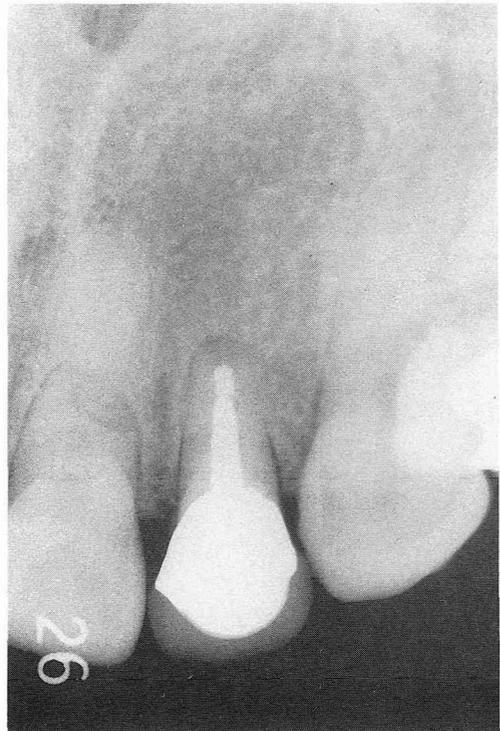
陶材溶着鑄造冠装着約6年後のX線写真(2)
